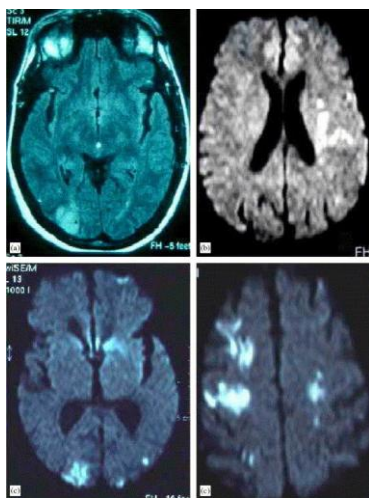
IRM de trois patients atteints d'AVC au décours d'une morsure par *Bothrops lanceolatus* (13)
